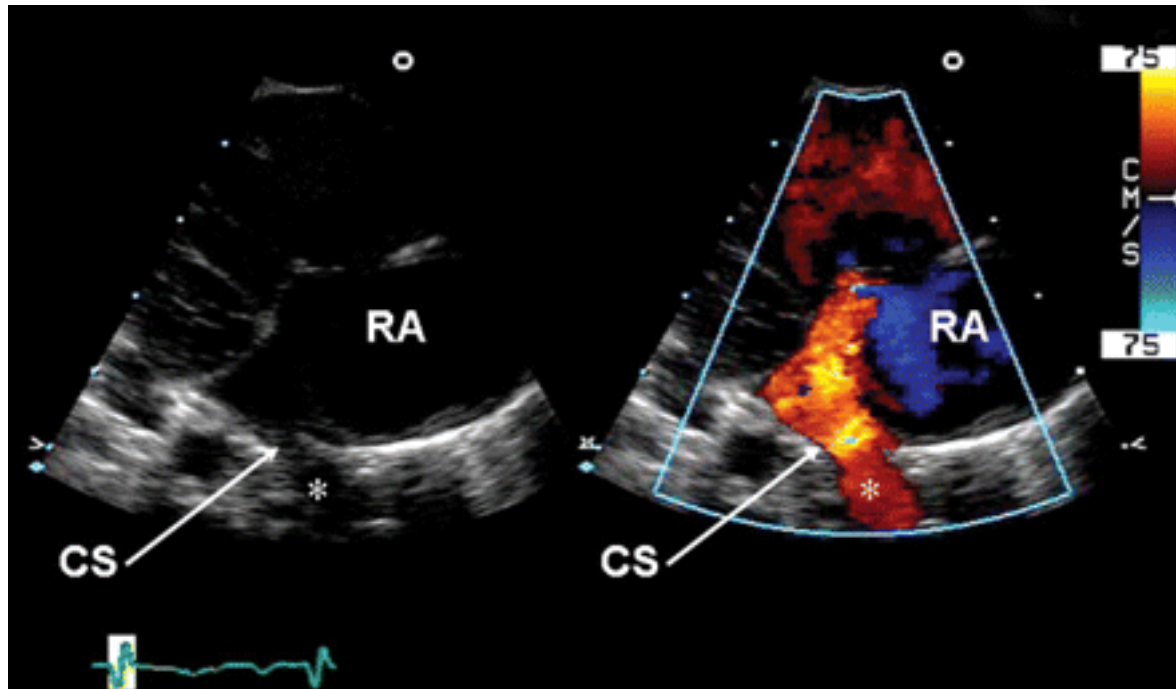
image échographique montrant un RVPAT intracardiaque dans le sinus coronaire. CS : sinus coronaire, RA : atrium droit. D'après [53]
